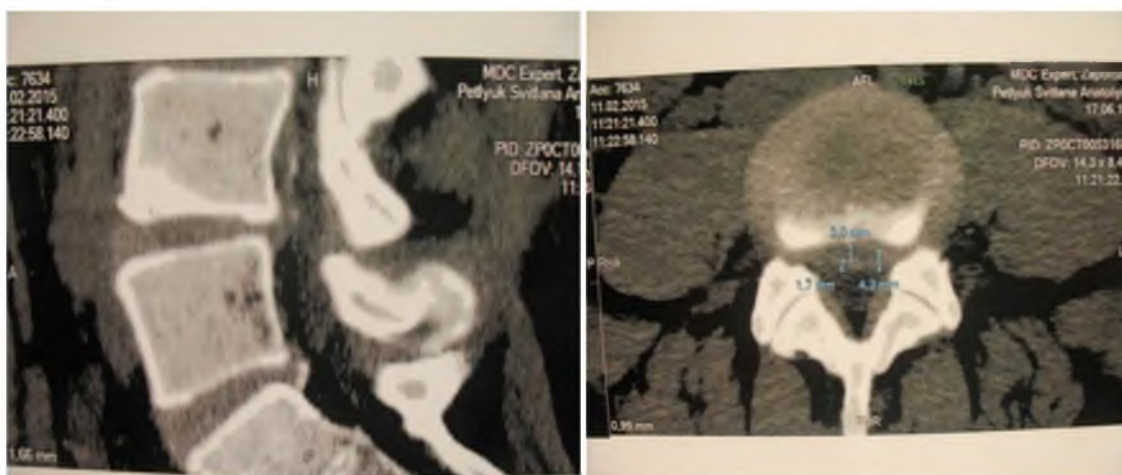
Третья контрольная КТ-томография от 11.02.2015 г.: в сагиттальном разрезе – *слева*; в аксиальном разрезе – *справа*.
